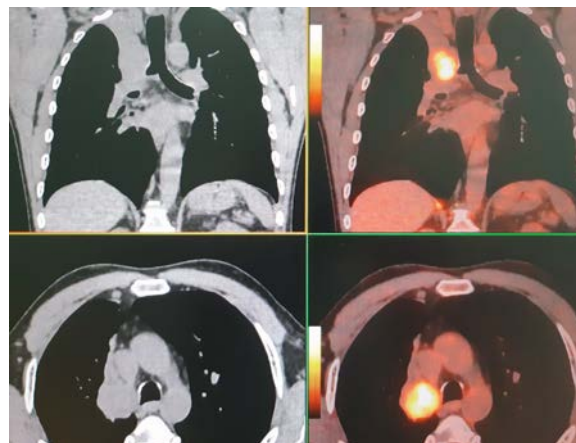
Метаболически активное (SUVmax10,5) объемное образование правого легкого (с-г) с ателектазом верхней доли
